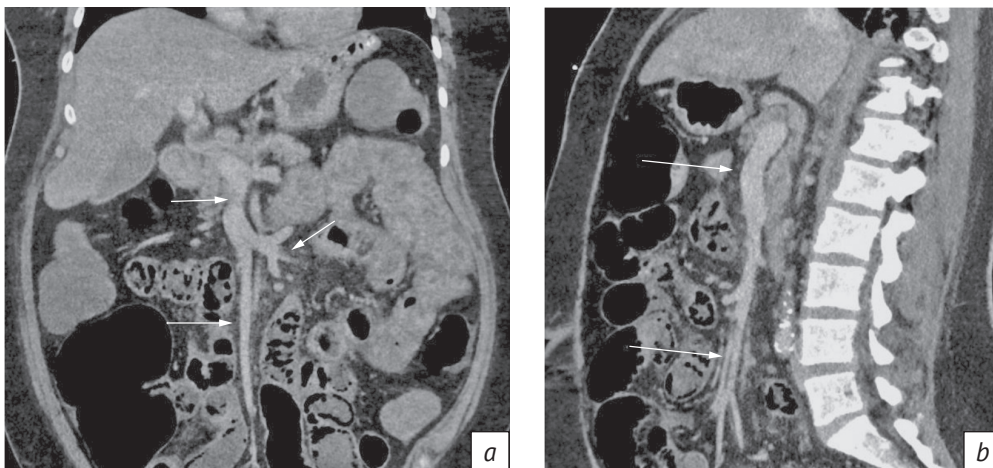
КТ органов брюшной полости, венозная фаза сканирования. Отсутствие тромбов в просвете воротной, верхней и нижней брыжеечных вен (a, b)
